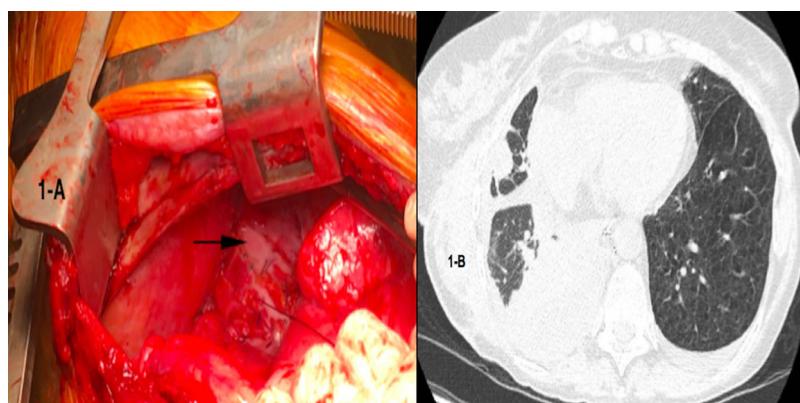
A: identificación de la fistula quilosa en el acto quirúrgico. B: TC mostrando el quilotórax refractario al tratamiento médico y dietético.
